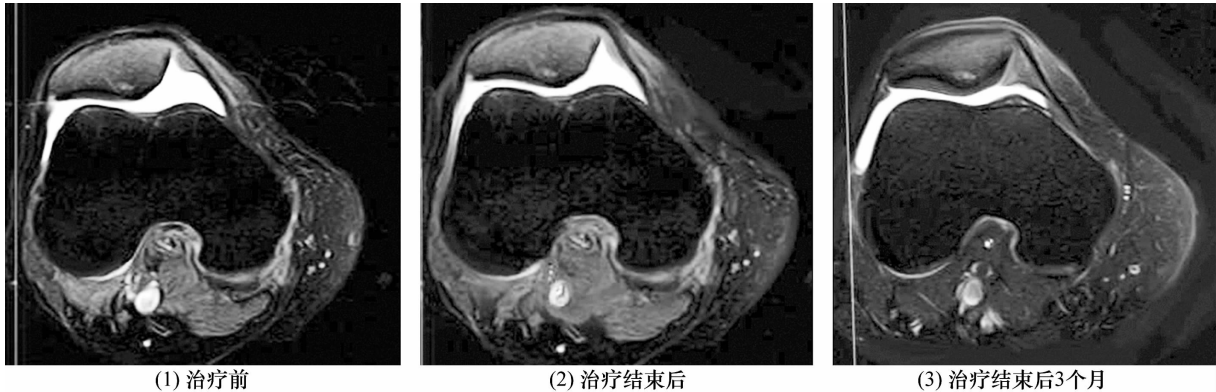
髌骨软化症患者浮针疗法联合推髌手法治疗前后 MRI
